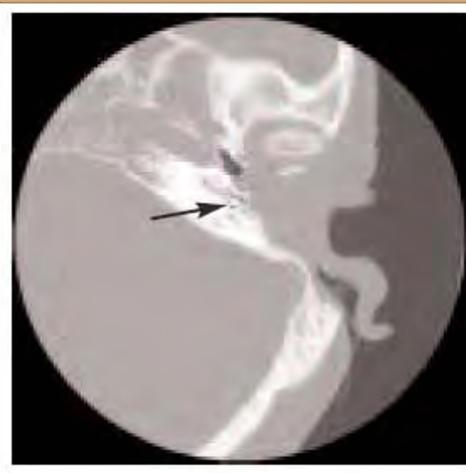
CT scan du FMT au niveau de la niche de la fenêtre (flèche)
